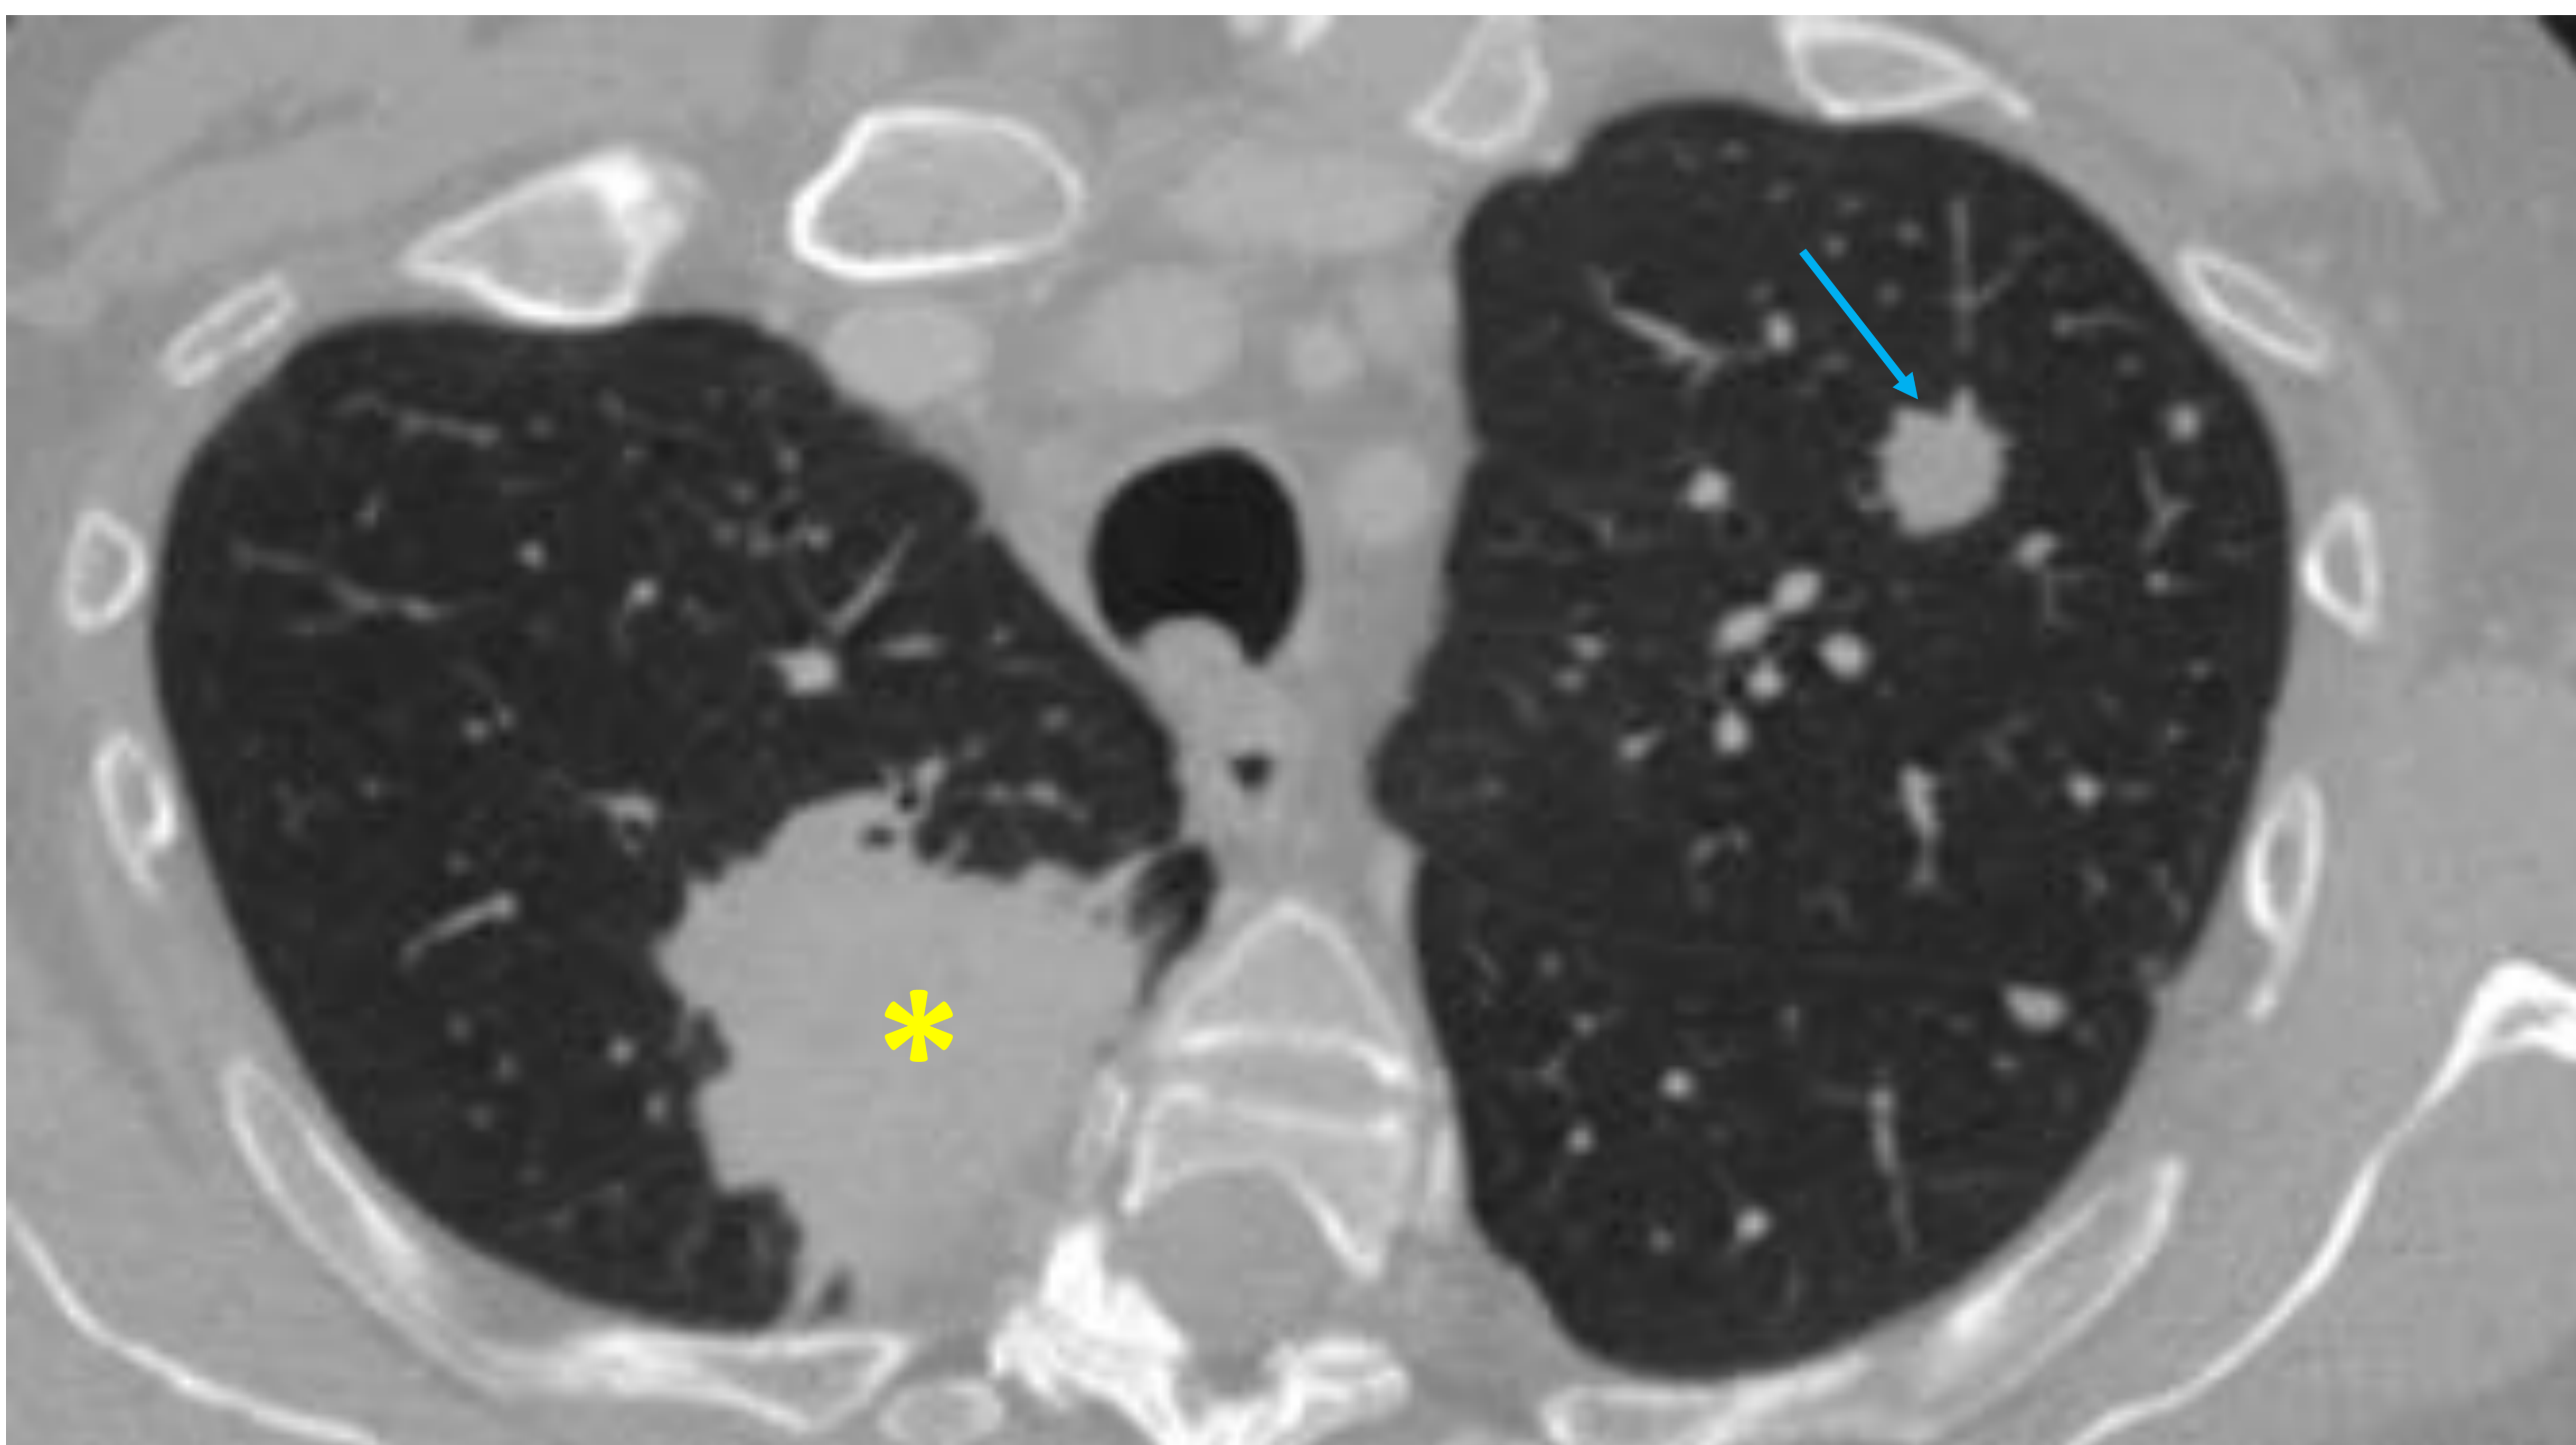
Imagen axial de TC de tórax muestra una masa pulmonar en el LSD (asterisco amarillo) y un nódulo pulmonar contralateral (flecha azul), compatible en relación con metástasis.
